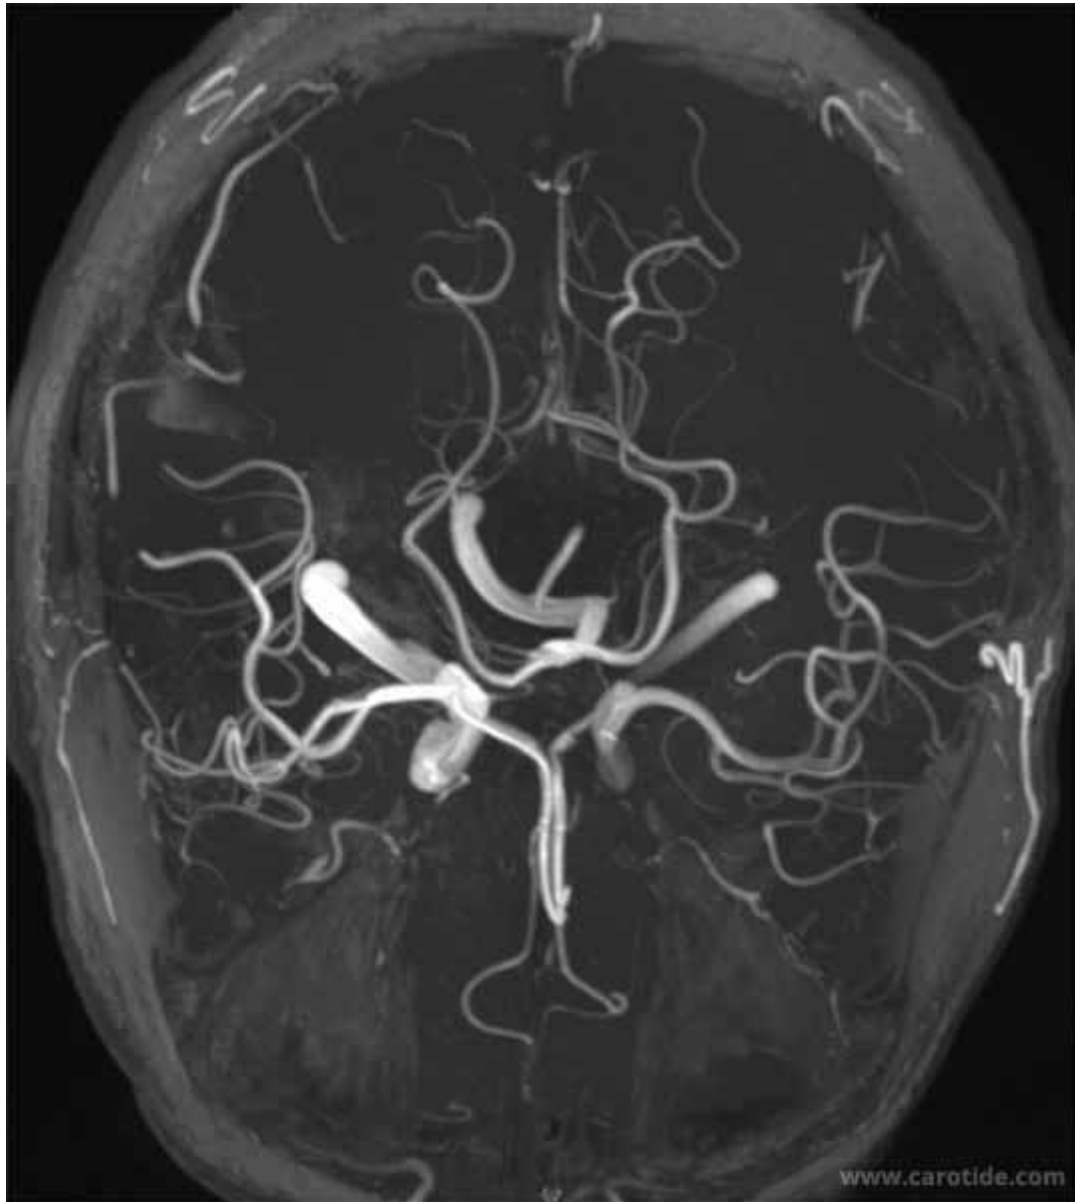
Angio-IRM du polygone de willis. L'angio-IRM 3D TOF
